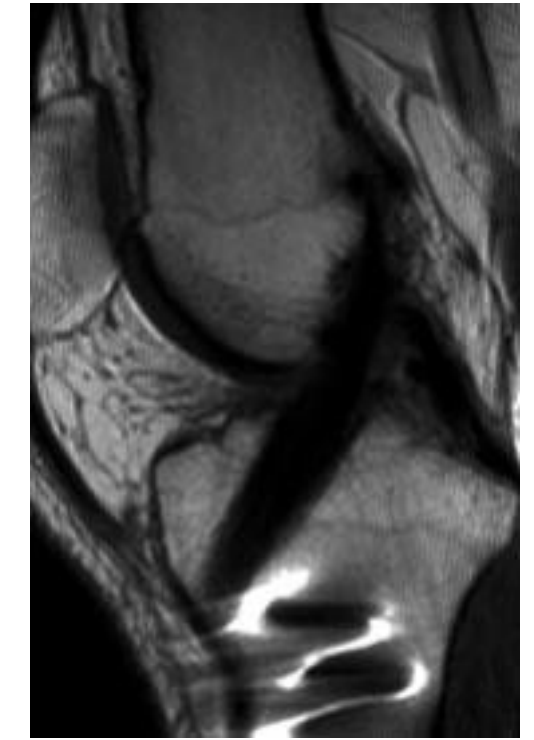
Plastia del LCA estable realizada con tendones del semitendinoso y grácil. El nuevo ligamento muestra una señal de resonancia hipointensa homogénea y penetra sin angulación en el túnel tibial que se sitúa posterior a la línea de Blumensaat. Sagital T1 SE.
